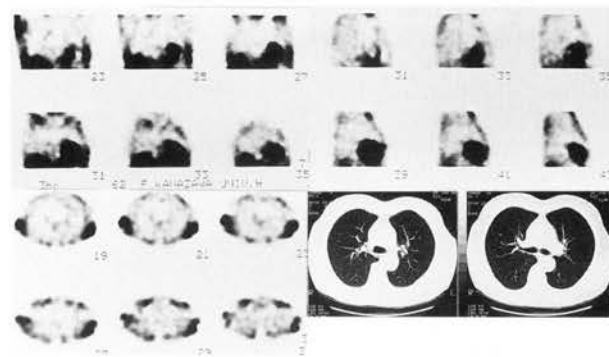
重症筋無力症 (osserman II B), 胸腺過形成。62歳女性。X-CTでは異常は認められない。Tl-201 SPECTは前縦隔に異常集積を示している。胸腺は過形成で胸腺腫は認められなかった。
